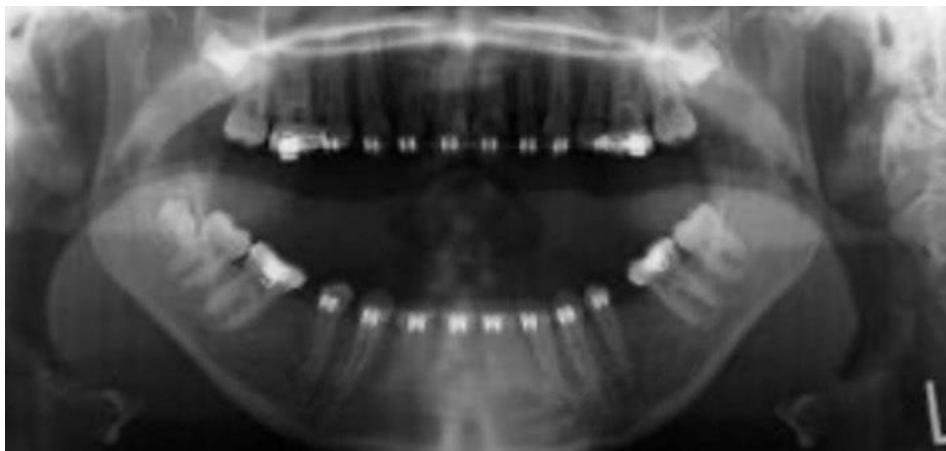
muestra una Ortopantomografía de una luxación bilateral
